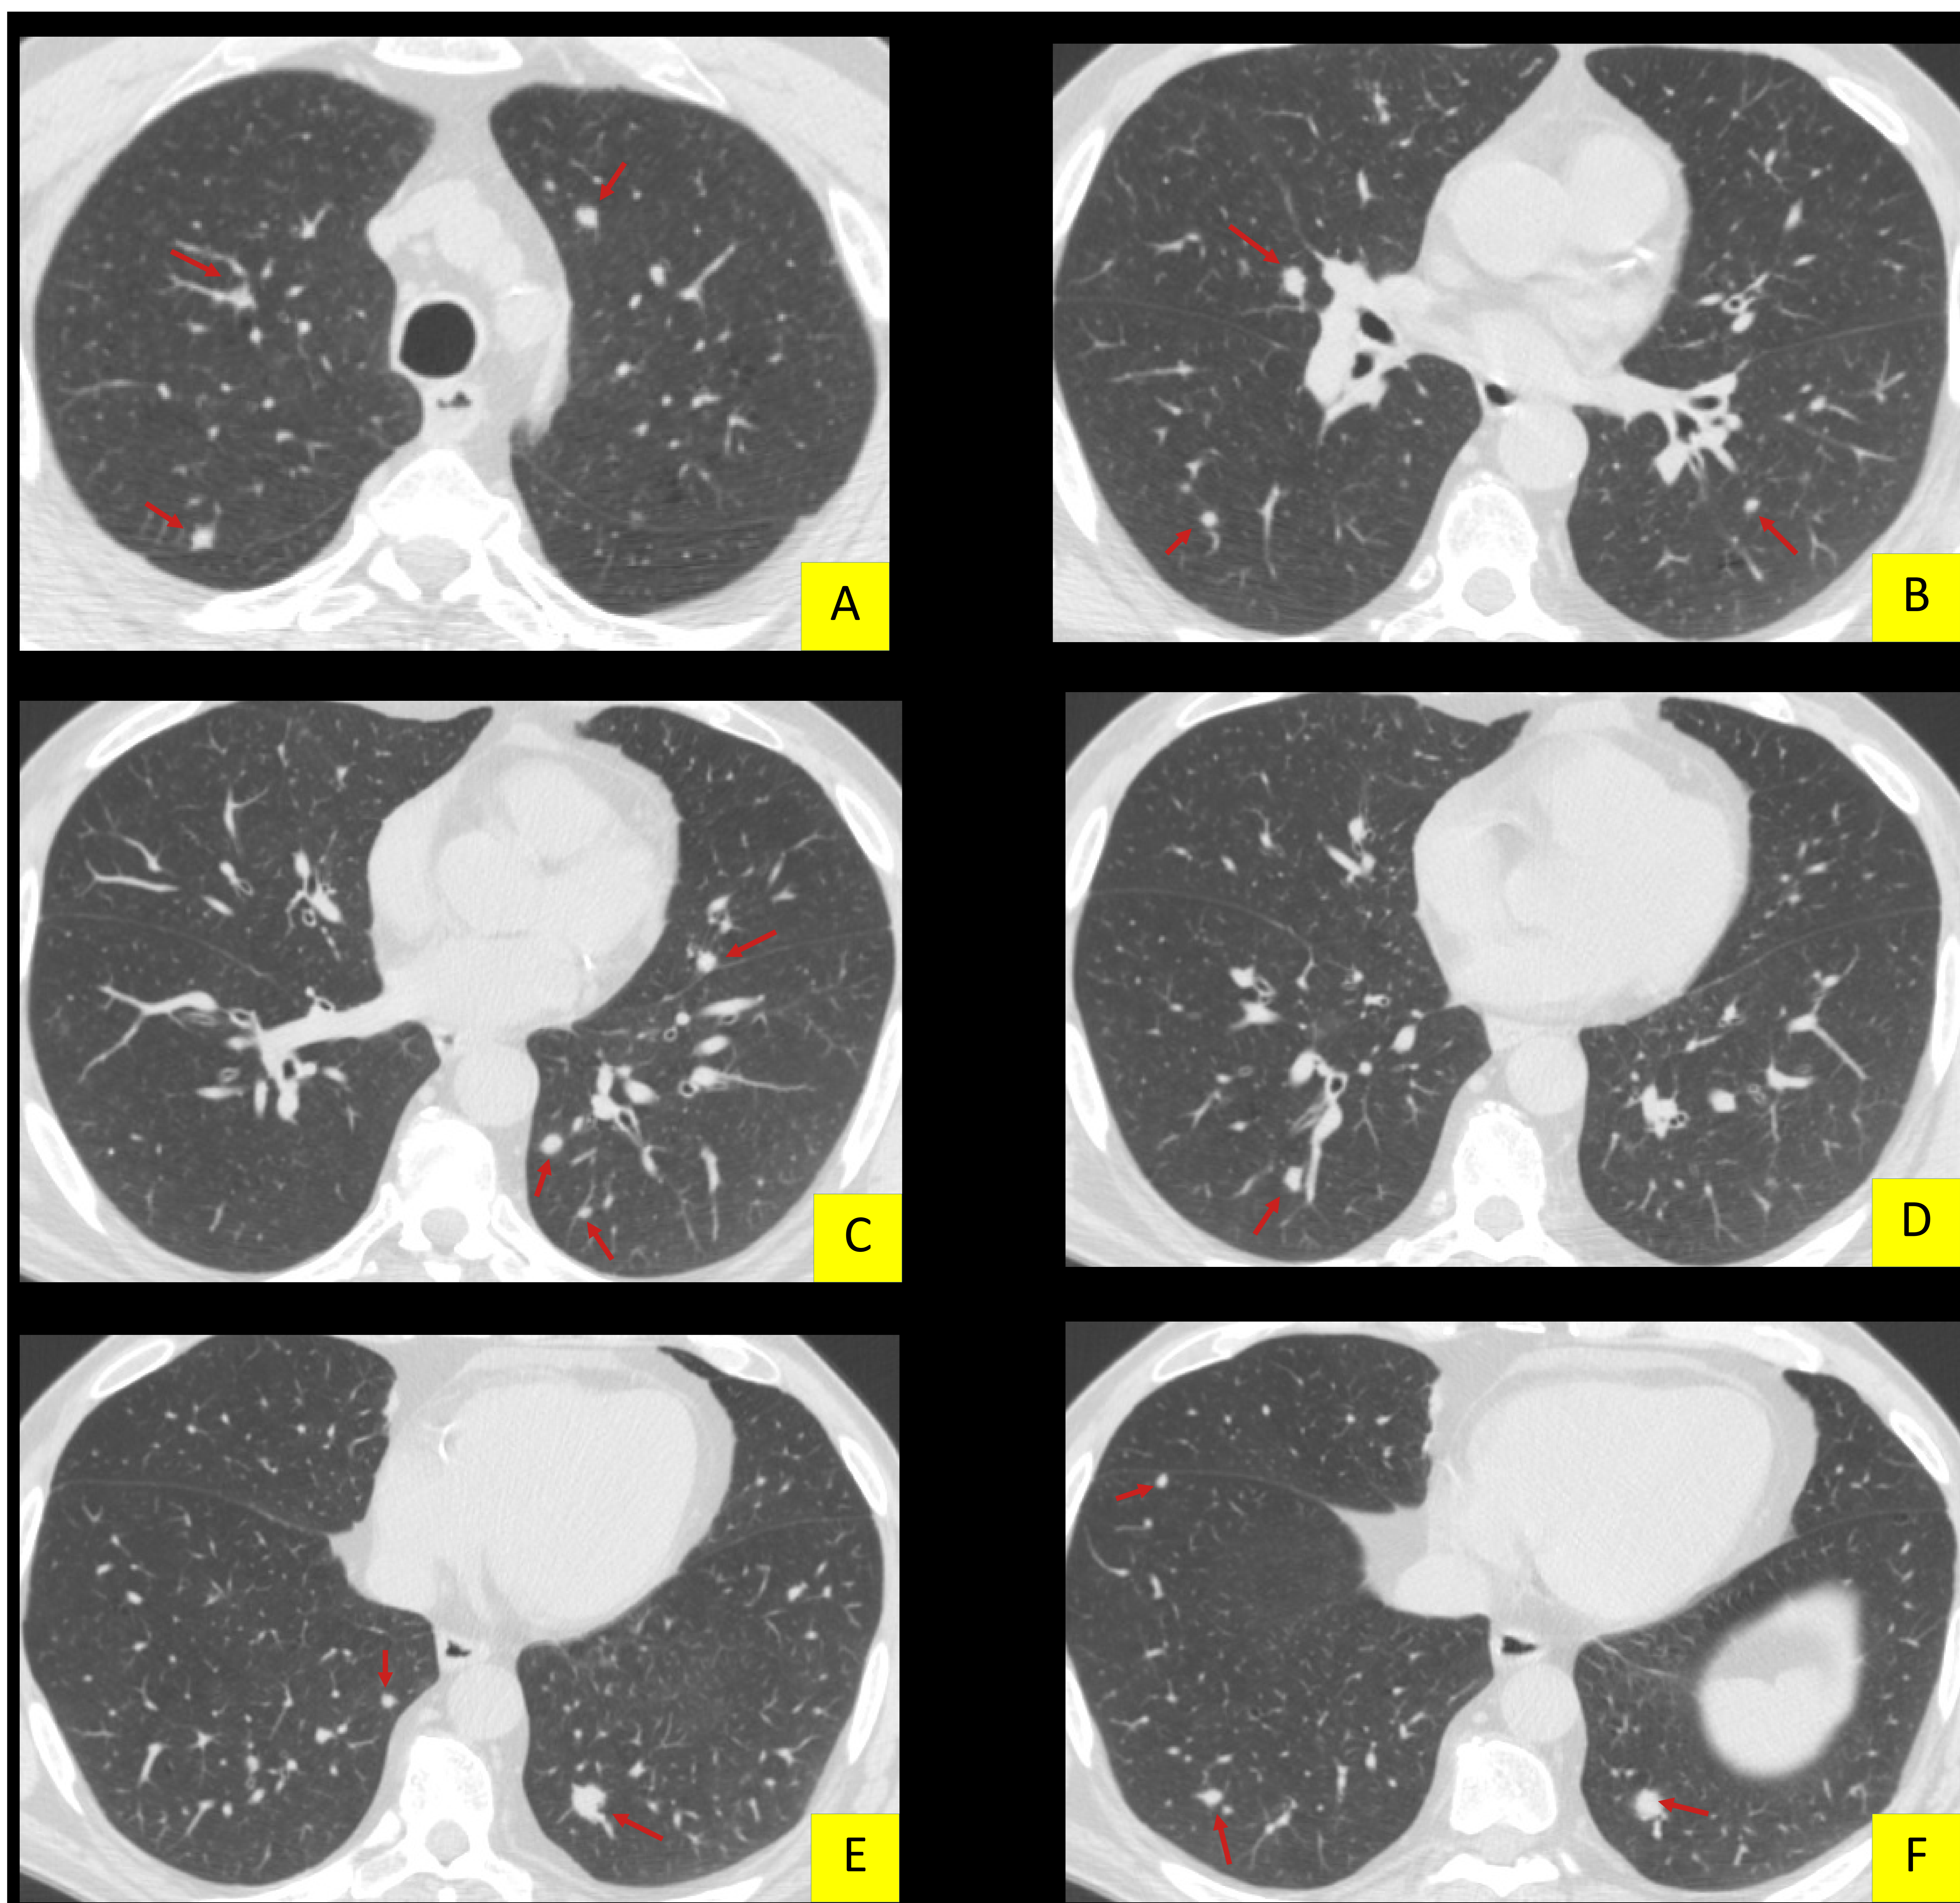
corte axial de TC torácico en paciente a priori inmunocompetente, con criptococosis pulmonar. Se observa patrón nodular disperso bilateral (flechas rojas).
